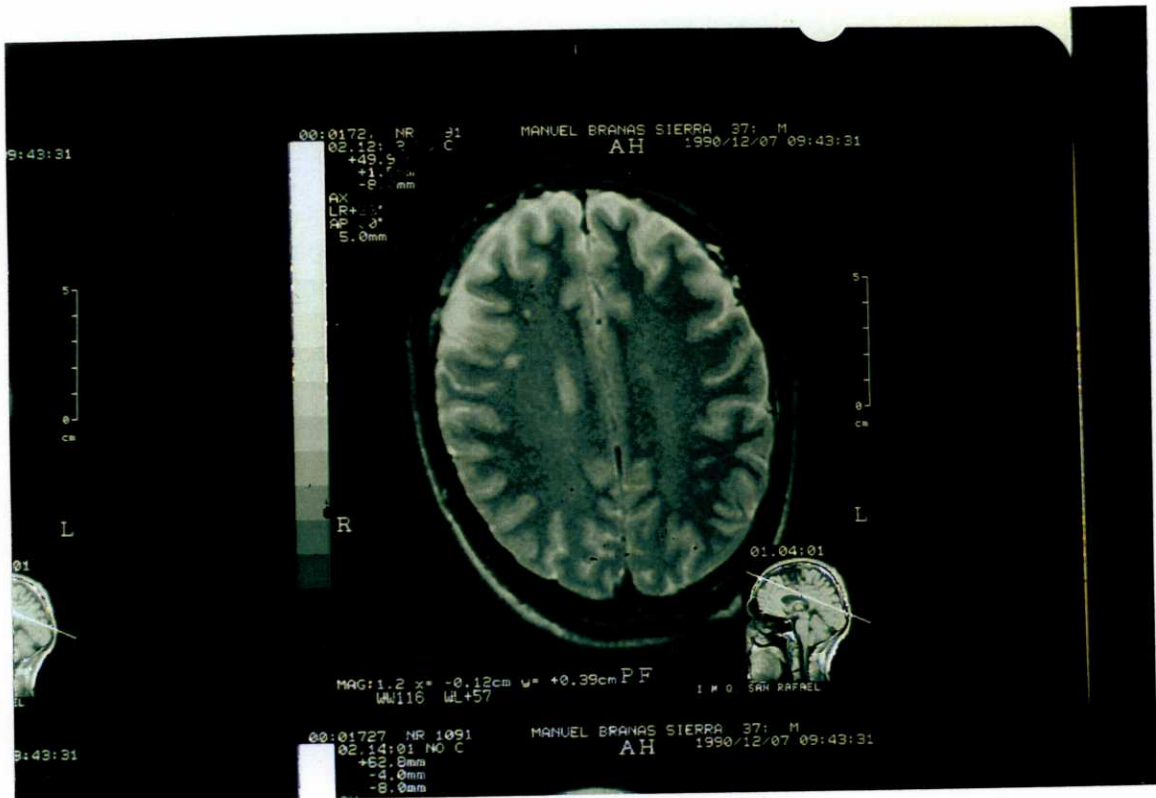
RM/T2 (paciente 64).- Areas de hiperseñal en sustancia blanca subcortical
